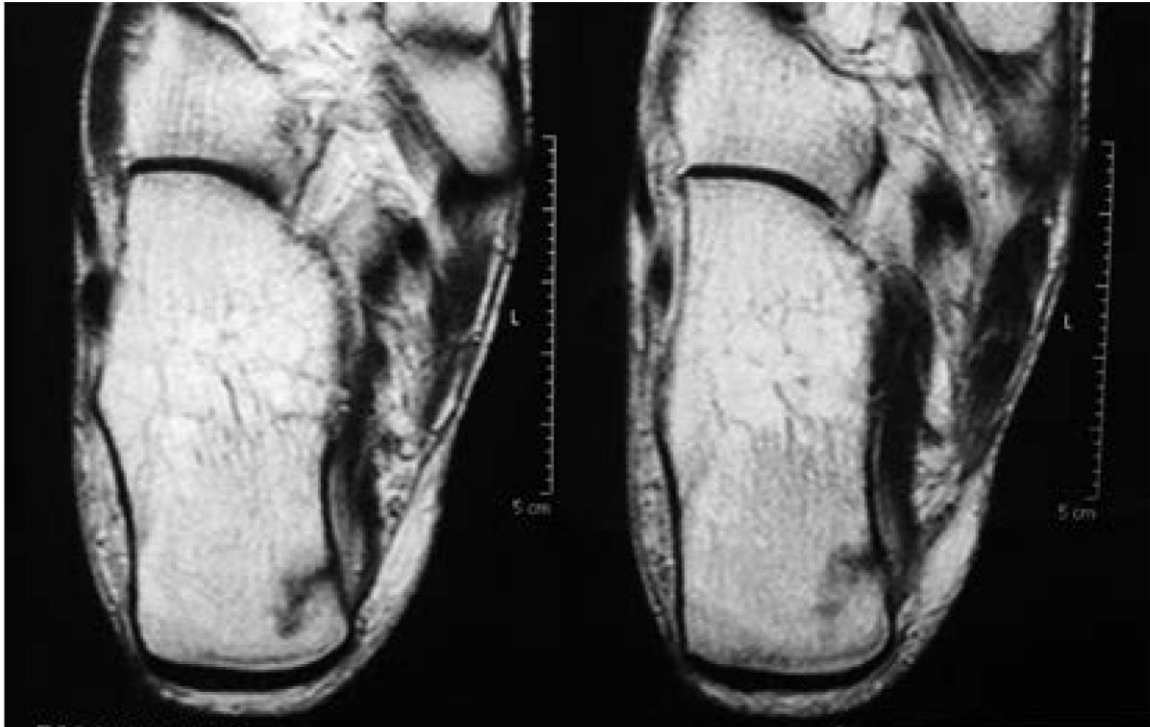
RM axial T1. Representa el contacto del trazo de fractura perpendicular a la cortical en tuberosidad posterior del calcáneo.
